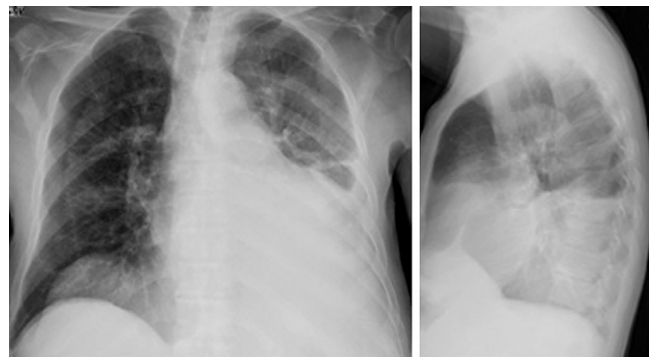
Primeira telerradiografia.
